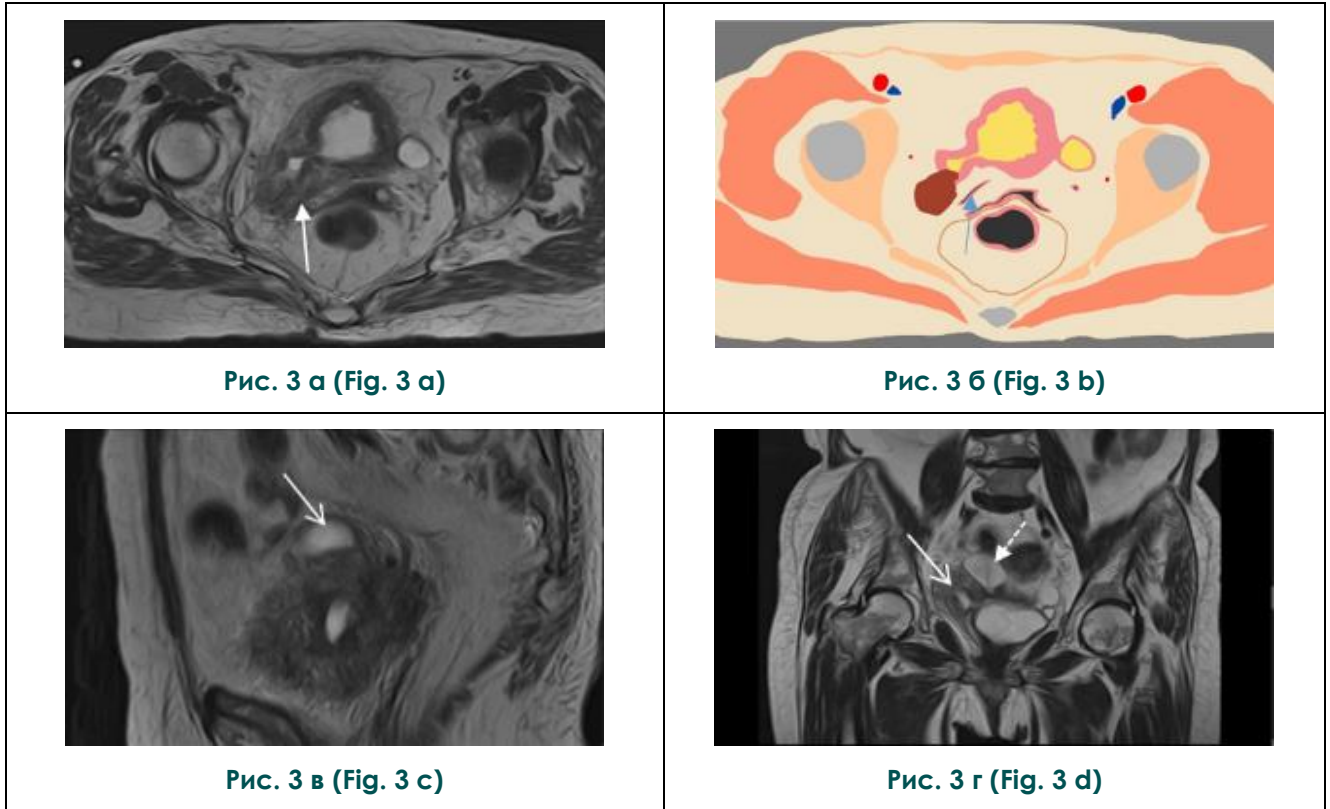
МРТ органов малого таза спустя 1 месяц после селективной химиоэмболизации опухоли.
